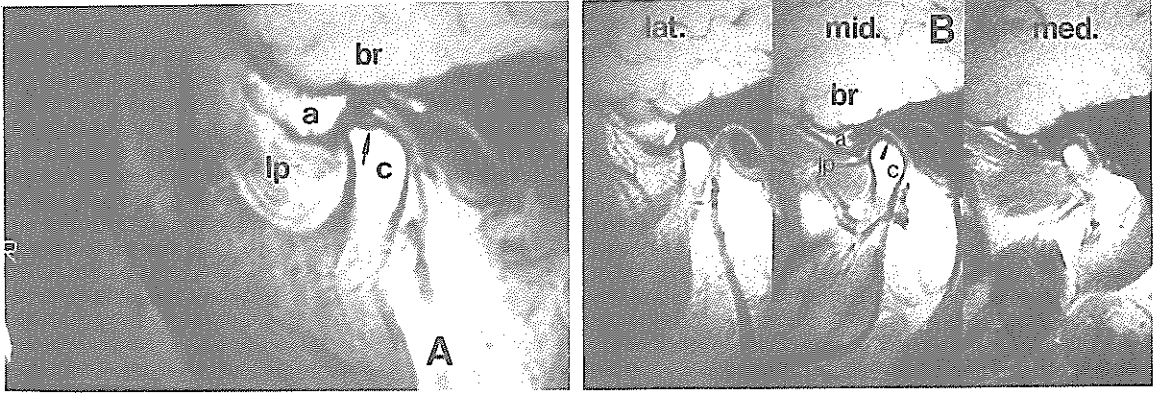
Bony abnormalities in T1 weighted MR images.
